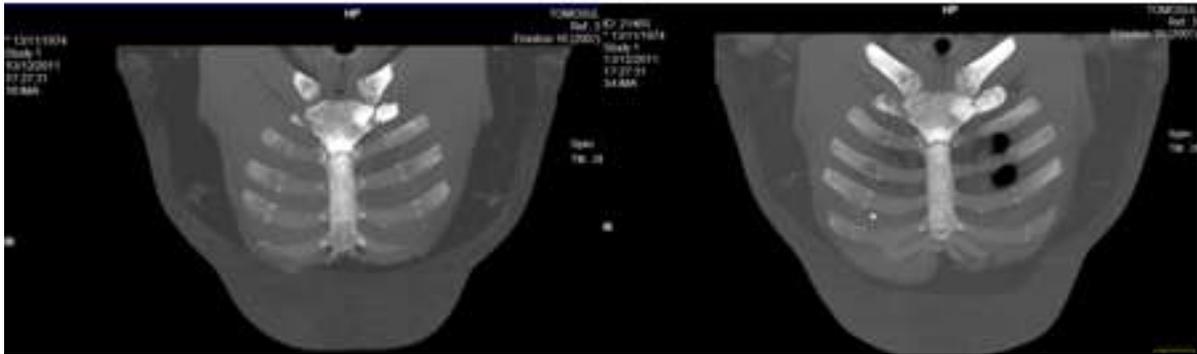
Tomografia computadorizada do esterno no plano coronal no formato MIP demonstrando aumento da densidade óssea com pequenas erosões marginais na primeira articulação costo-esternal esquerda e na junção manúbrio-esternal.
